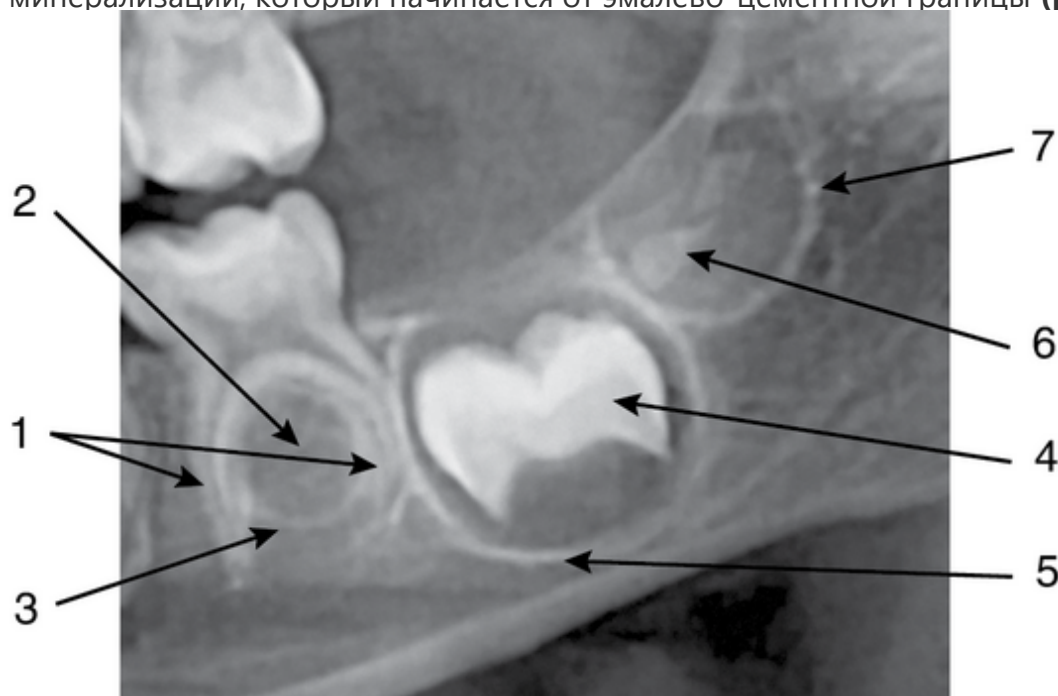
Ортопантомограмма (фрагмент) ребенка 3 лет. Корни временного второго моляра (зуба 7.5) в состоянии стабилизации (1). Фолликул зуба 3.5 представлен в виде просветления округлой формы (2), с четким, нигде не прерывающимся ободком уплотнения в зоне (3)
